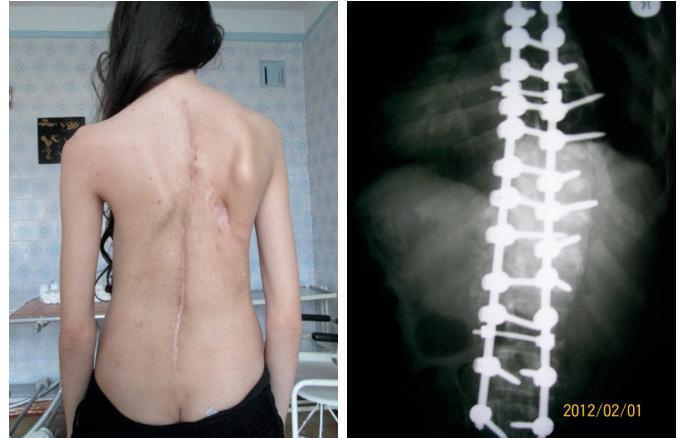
Aspect clinic și radiografia bolnavei S., 16 ani, peste 3 ani după intervenția chirurgicală.
